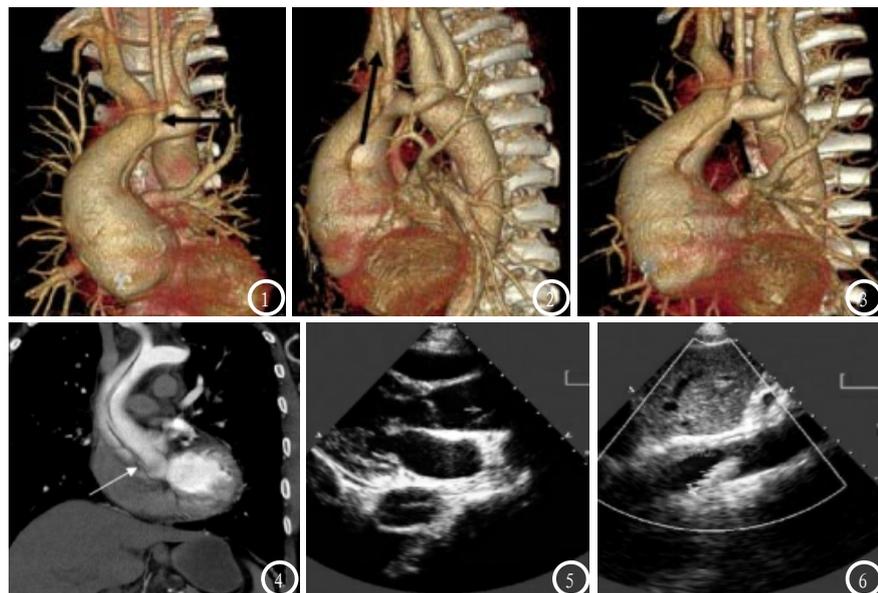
CTA图，为同一患者StanfordA型主动脉夹层 图1-3为VR图，图4为MPR图，可见主动脉夹层累及头臂感（黑箭头所示），破口位置在升主动脉起始部位（白箭头所示）；图5 超声图示升主动脉及左房后方降主动脉内可见撕脱的内膜；图6 超声图示夹层内可见真假腔血流信号方向不同。
